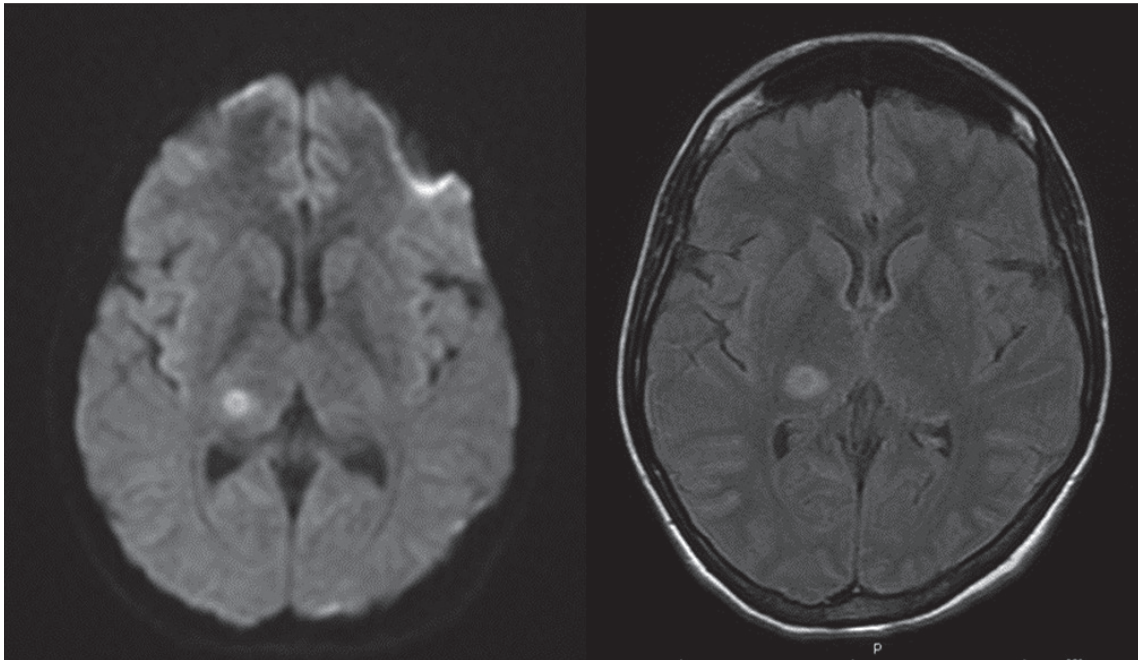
Estudios de resonancia magnética cerebral. Imágenes axiales Flair y DWI (A y B respectivamente): criptocoma parenquimatoso a nivel de los ganglios basales en paciente VIH-positivo.
